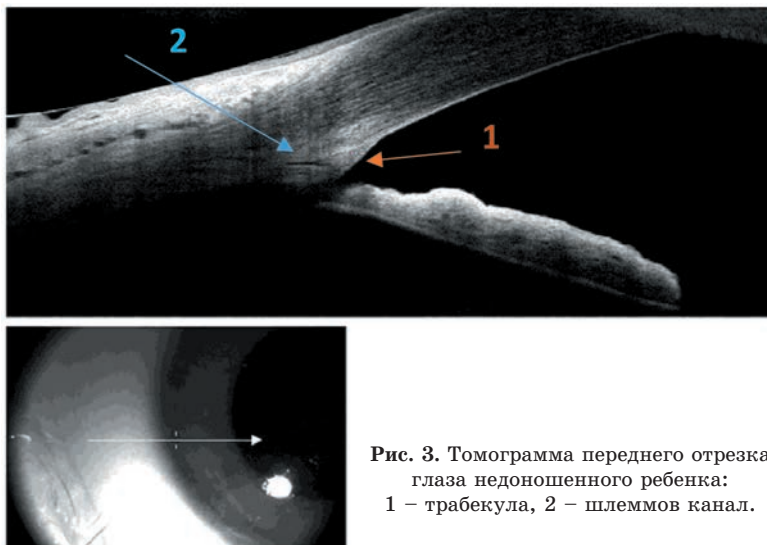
Томограмма переднего отрезка глаза недоношенного ребенка:
